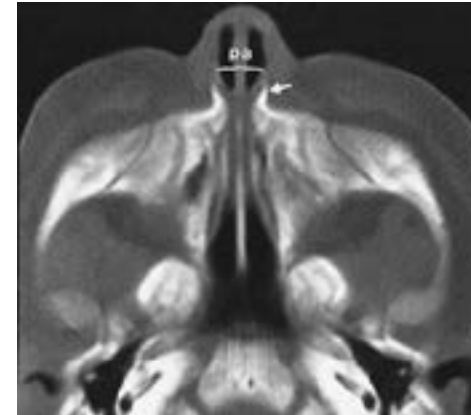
КТ зображення вродженого стенозу грушоподібного отвору (*ра, apertura piriformis* — грушоподібний отвір).
